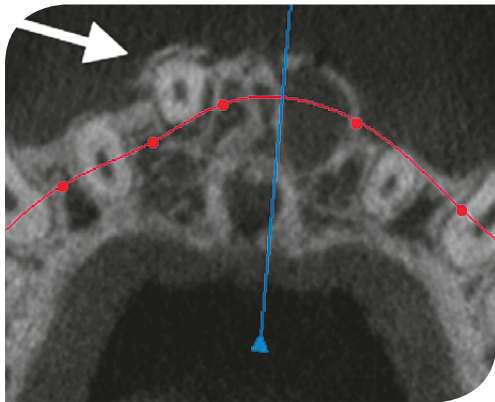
Przekrój osiowy CBCT, na którym uwidoczniono przemieszczenie wierzchołka korzenia zęba 11 poza zębodół z wyłamaniem blaszki przedsionkowej zębodołu (strzałka biała) oraz pusty zębodół po zębie 21 (strzałka żółta)
